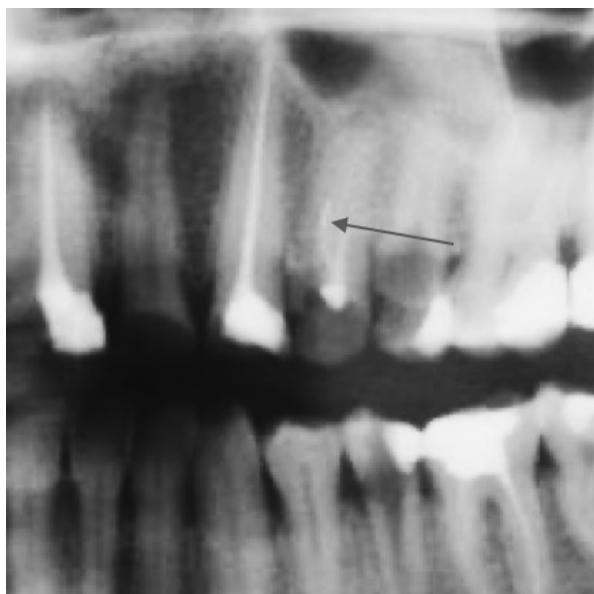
Preoperative radiograph of the tooth 24. Note underfilled canals and fractured instrument fragment in the canal (arrow)
